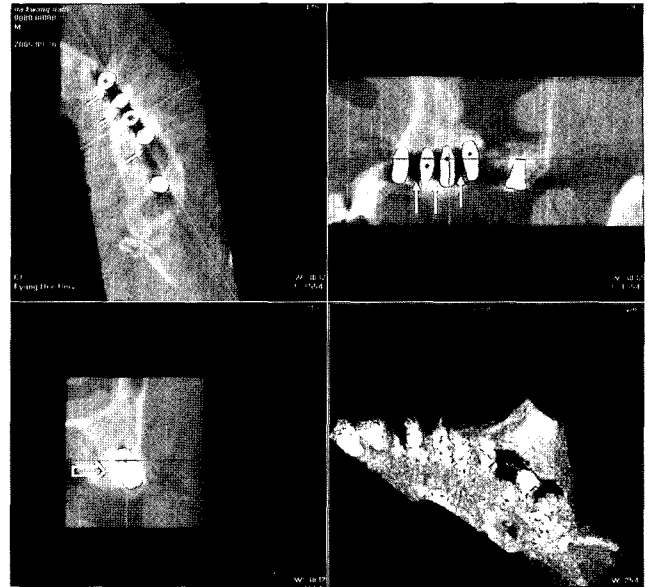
CBCT images show Metal artifact (arrow) on mesio-distal direction and beam hardening artifact (blank arrow) on bucco-lingual direction.
